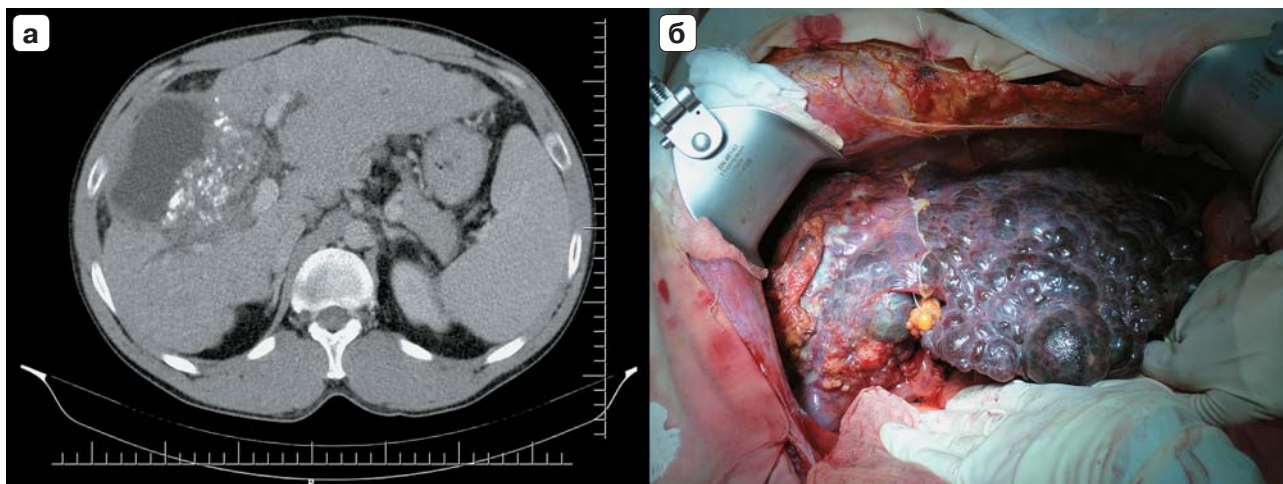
Вторичный билиарный цирроз у пациента с альвеококкозом IV, V, VI, VIII сегментов печени с инвазией портальных ворот и ретропеченочного сегмента НПВ: а — компьютерная томограмма, венозная фаза; б — интраоперационное фото.
